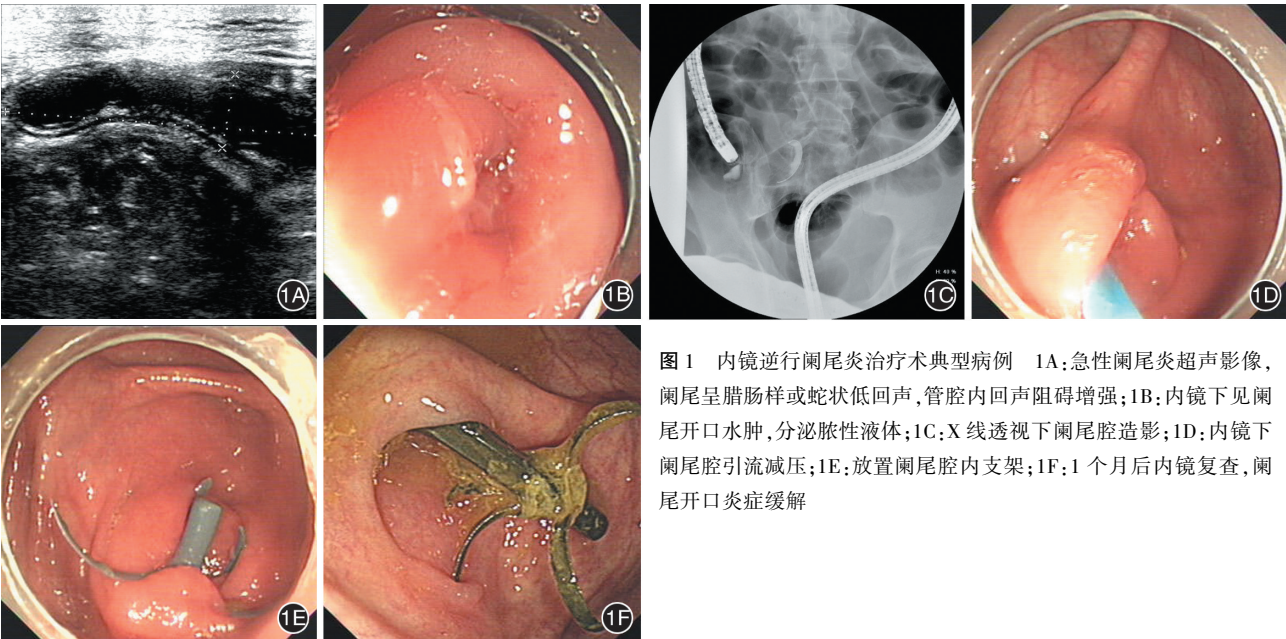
内镜逆行阑尾炎治疗术典型病例 1A:急性阑尾炎超声影像,阑尾呈腊肠样或蛇状低回声,管腔内回声阻碍增强;1B:内镜下见阑尾开口水肿,分泌脓性液体;1C:X 线透视下阑尾腔造影;1D:内镜下阑尾腔引流减压;1E:放置阑尾腔内支架;1F:1 个月后内镜复查,阑尾开口炎症缓解
